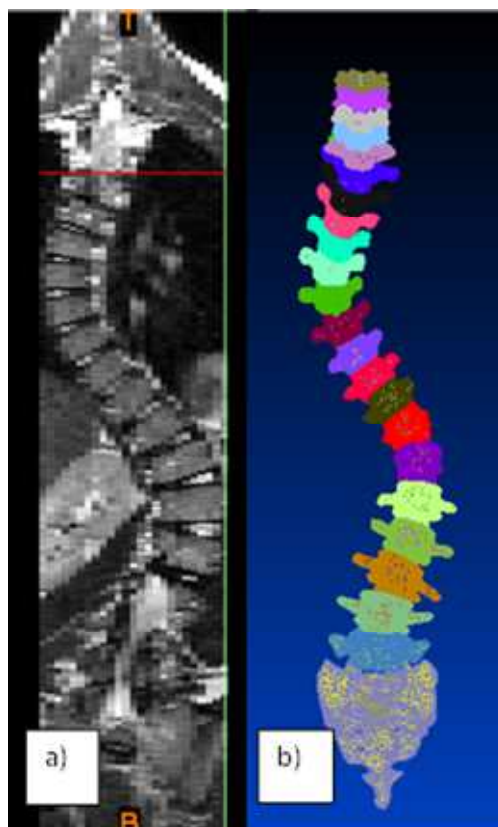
CT image (a), 3D model (b)
